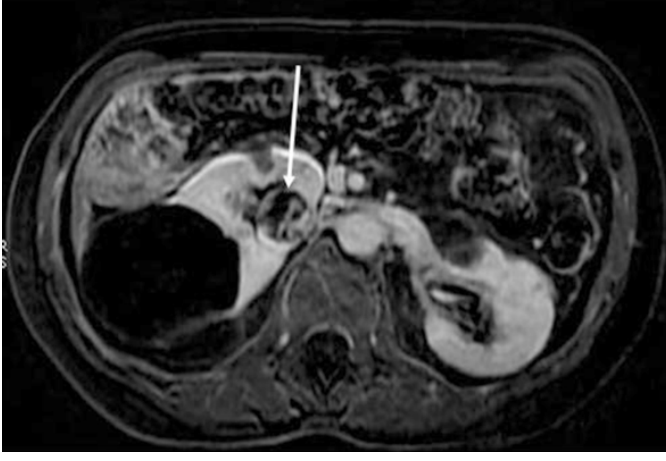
Yağ baskılı T2 ağırlıklı MRG incelemesinde sağ böbrekte düzgün sınırlı boyutu 6-7 cm Bosniak tip 1, sol böbrekte kortikal ve parapelvik multipl septalı düzgün sınırlı kistler, Bosniak sınıflamasına göre 2. kategoride yer alır.
